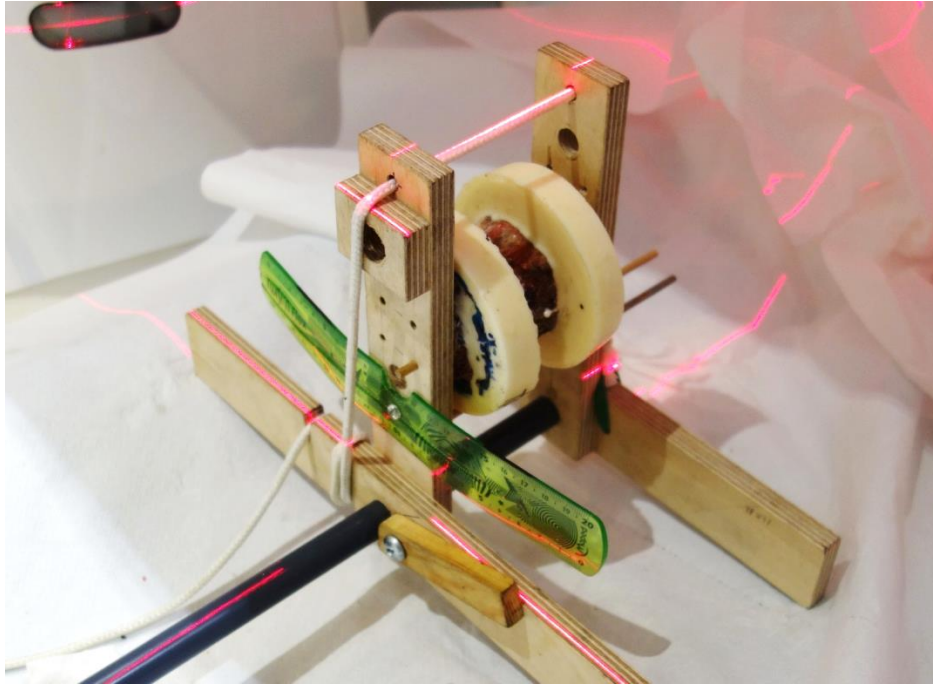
Scanvorrichtung zum Einspannen und Ausrichten der Präparate im Computertomografen.
